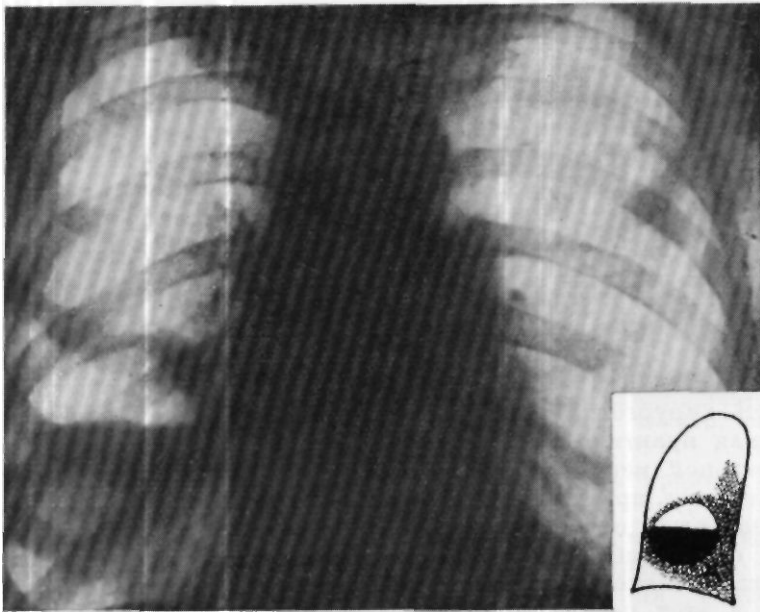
Рентгенограмма больного А-ва (до операции). Справа от IV до VII ребра (но передним отделам) видна тень инфильтрации легочной ткани. На фоне этой тени определяется овальная полость больших размеров, содержащая жидкость с горизонтальным уровнем на V ребре и просветлением над ним.
